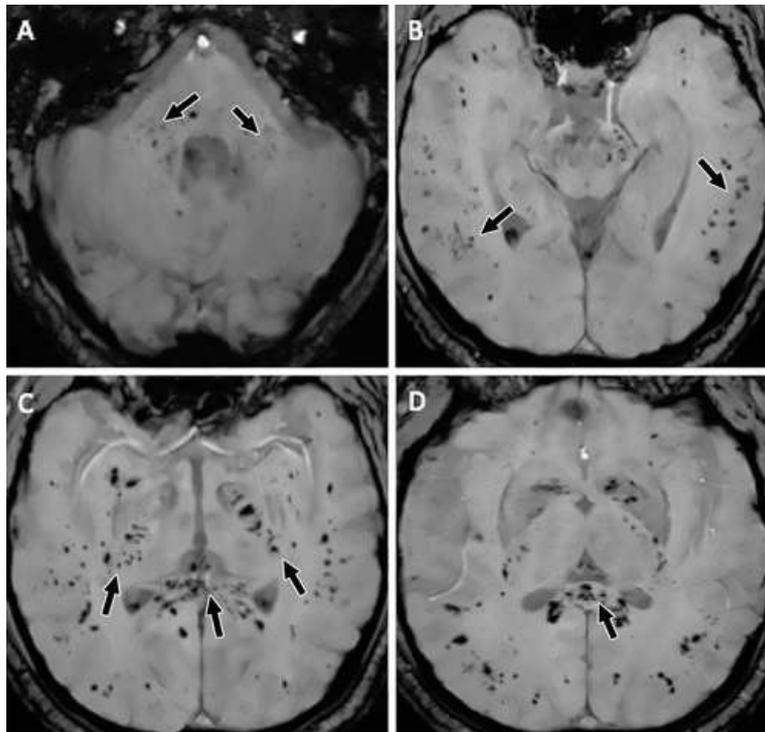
IRM cérébrale d'un patient présentant une ANS liée au SARS-CoV-2. Multiples microhémorragies de la substance blanche, notamment du corps calleux, de la capsule interne, et des pédoncules cérébraux (19)
